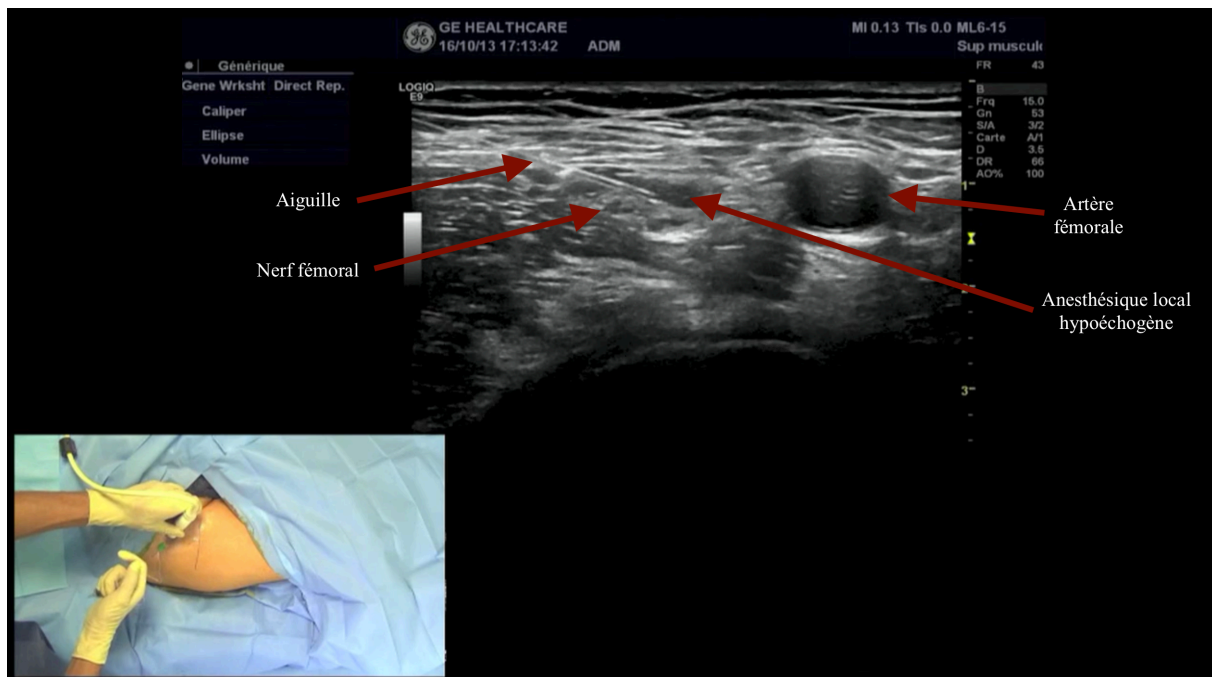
Bloc du nerf fémoral : repères anatomiques, placement de la sonde d'échographie et point de ponction (technique « in plane ») <sup>69</sup>
